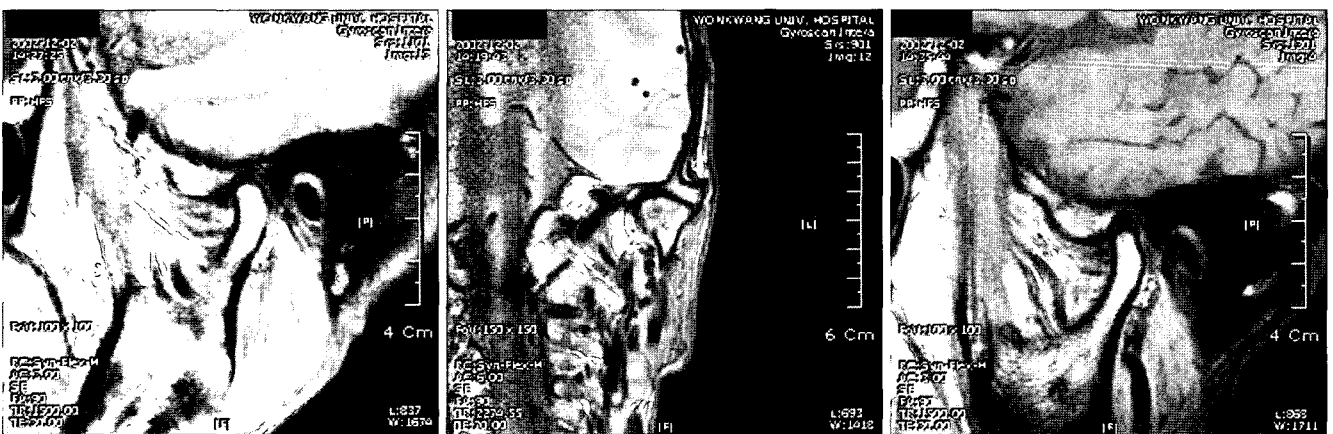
The magnetic resonance sagittal images of temporomandibular joint. close (Lt), coronal (middle), open (Rt). This images showed the normal range of articular disc displacement of articular disc. The articular configuration was biconcave.
